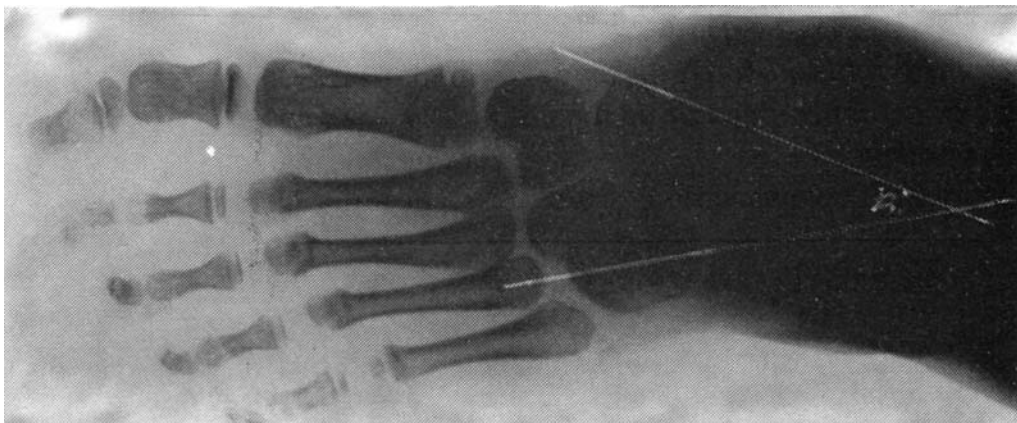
Radiografía anteroposterior de pie en carga. Radiometría astrágalo-calcáneo, ángulo de Kite (20°).
